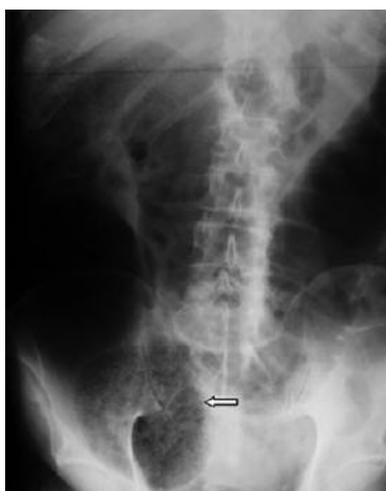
Обзорная рентгенография брюшной полости у пациента с синдромом Огилви. Дилатация правой половины толстой кишки, поперечной и слепой кишки (стрелка).
